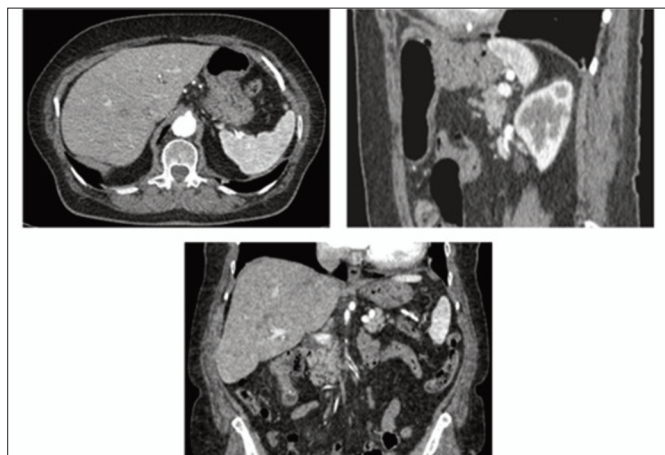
ПЭТ-КТ изображения до операции, Пациент С. 75 лет.
